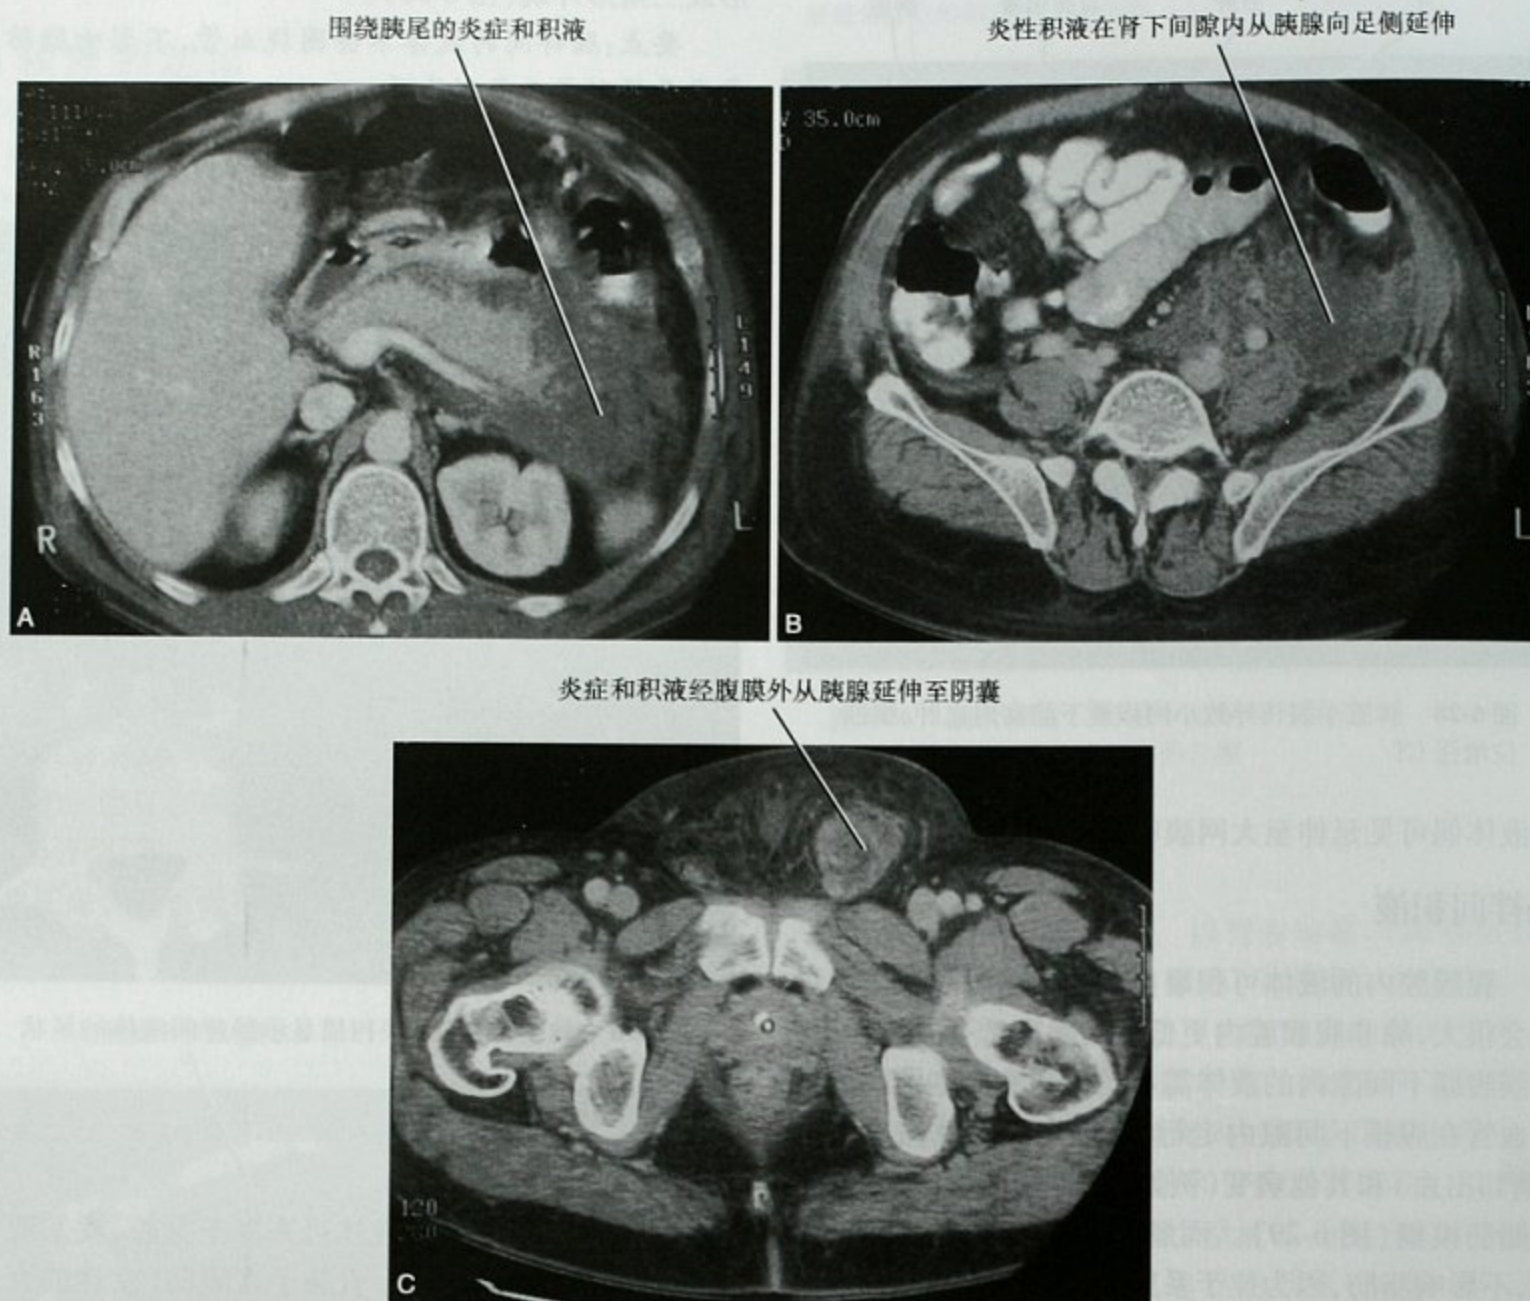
A. 急性胰腺炎患者的横断位增强 CT 扫描显示左肾旁前间隙的炎性积液;B. 同一患者的横断位增强 CT 扫描显示急性胰腺炎所致的腹膜外炎性积液向足侧延伸;C. 同一患者的横断位增强 CT 扫描显示急性胰腺炎所致的炎症和积液向远处扩散直至阴囊
